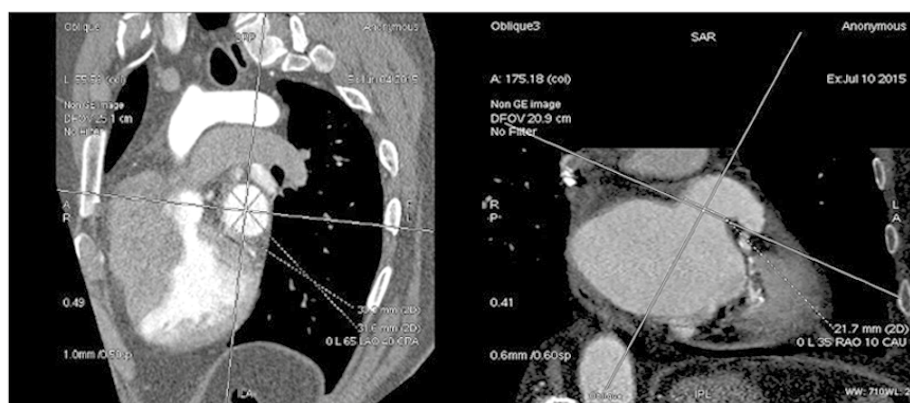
Измерение размера и оценка анатомии УЛП по данным МСКТ сердца
